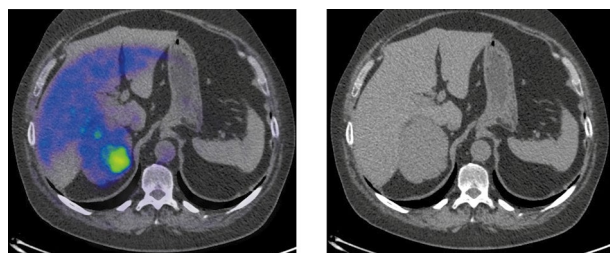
Больная К., 48 лет. В аксиальной проекции ПЭТ/КТ- и КТ-исследовании в правом надпочечнике определяется неоднородное солидное образование размером 98×64×95 мм с гиперфиксацией 18F-ФДГ, SUV_{max} – 14,67.
